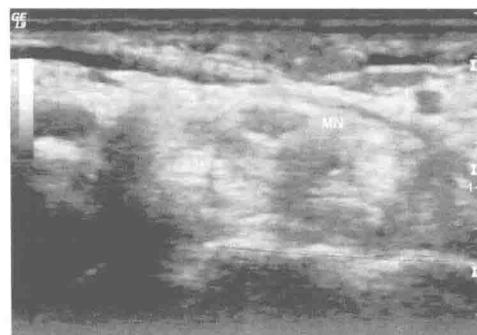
超声显示腕部正常正中神经 (median nerve, MN) 横切面，呈扁椭圆形
